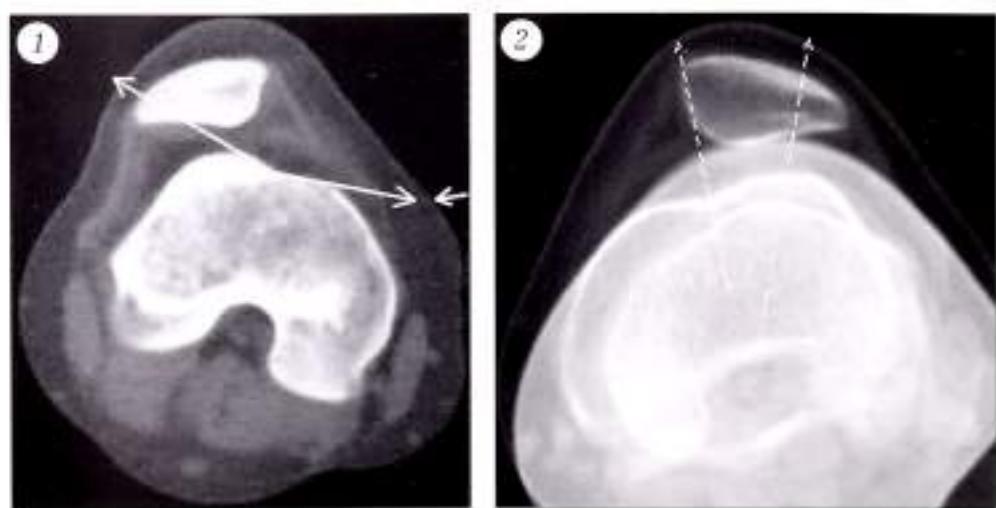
Компьютерная томограмма мыщелков бедренной кости больной С. с привычным вывихом надколенника средней степени тяжести.
